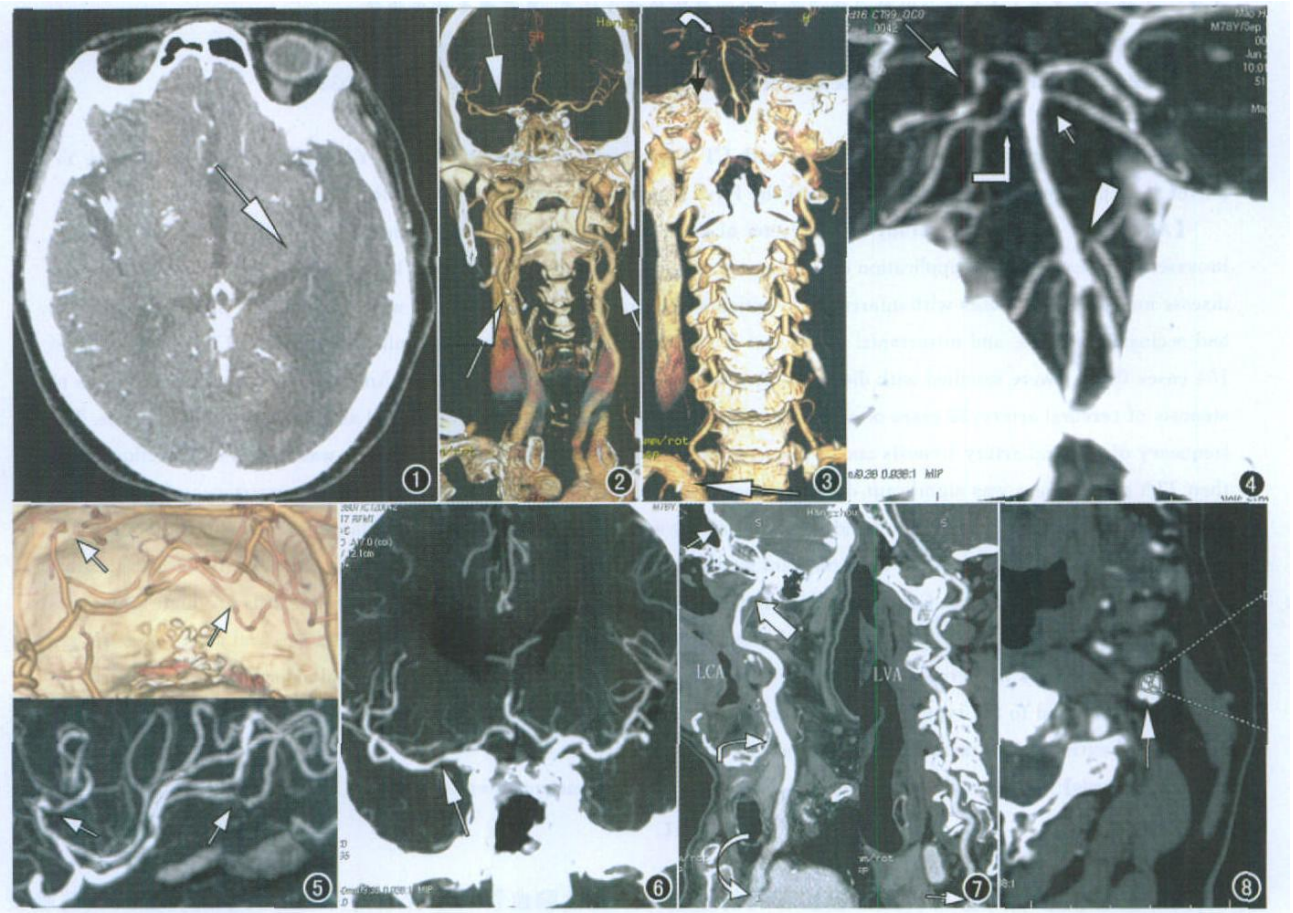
CTA 头颅原始图像, 示左颞枕叶脑梗死 (箭)。图 2 颅内、外颈动脉薄层 VR 图像, 示双侧颈总动脉、左颈内动脉多发钙化 (向上箭)。右侧大脑中动脉 M1 段中度狭窄 (向下箭)。图 3 颅内、外椎基底动脉薄层 VR 图像, 示右侧椎动脉起始部狭窄 (箭), 右侧大脑后动脉多发性重度狭窄 (弯箭)。图 4 基底动脉及其分支 MIP 图像, 示右侧大脑后动脉多发重度狭窄 (箭), 右侧小脑上动脉近段轻度狭窄 (直角箭), 左侧小脑上动脉起始部狭窄 (短直箭), 左侧小脑下动脉起始部狭窄 (箭头)。图 5 左侧大脑中动脉侧裂段 VR (上) 和 MIP (下) 图像, 示左侧大脑中动脉侧裂段多个分支重度狭窄 (直箭)。图 6 脑动脉 MIP 图像, 示右侧大脑中动脉 M1 段中度狭窄 (直箭)。图 7 应用 AVA software 对左颈动脉 (LCA) 和左椎动脉 (LVA) 进行 CPR 重组, 示左颈总动脉 (LCA) 多发钙化斑块 (弯箭)、起始部轻度狭窄 (弧箭), 左颈内动脉多发软斑块伴狭窄 (粗箭), 海绵窦段钙化斑块 (细直箭)。左椎动脉 (LVA) 起始部钙化斑块伴狭窄 (直箭)。图 8 左侧颈动脉 AVA Software 重建横轴位图像, 示颈总动脉狭窄部位的最大直径 6.5 mm 和最小直径 4.4 mm (直箭)。
